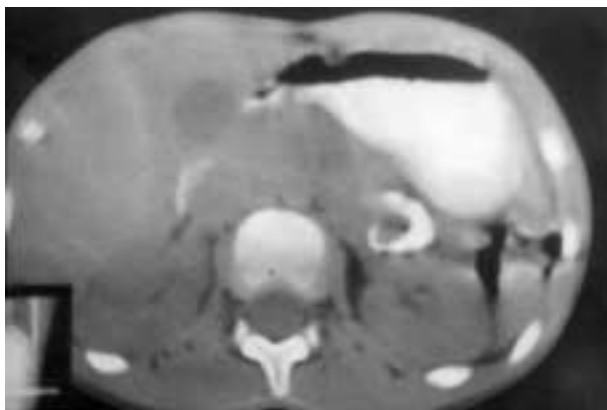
TAC: Masa quística retroperitoneal de contenido cálcico.
